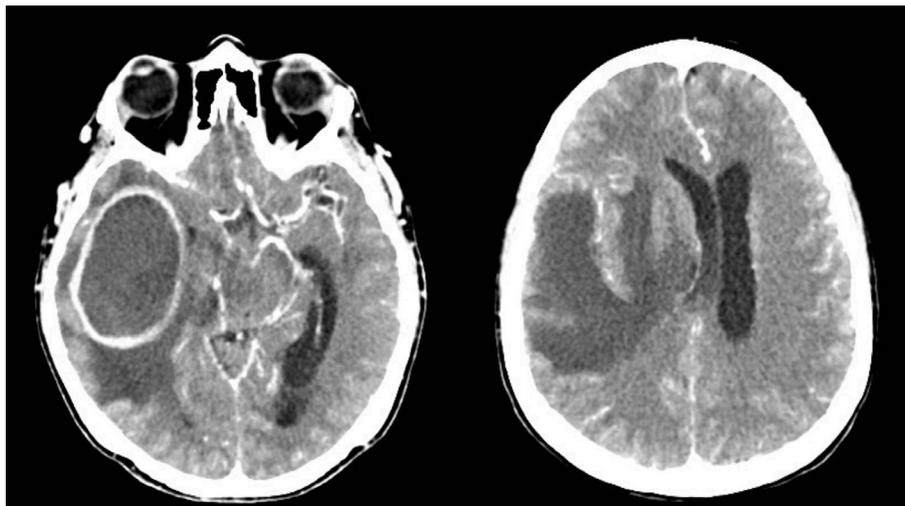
Corte axial de TC craneal con contraste . Se objetiva lesión hipodensa con realce en anillo correspondiente a absceso cerebral y edema perilesional que condiciona efecto masa. Edema cerebral con borramiento de surcos, colapso parcial de asta frontal y occipital de ventrículo derecho y desviación de línea media.
